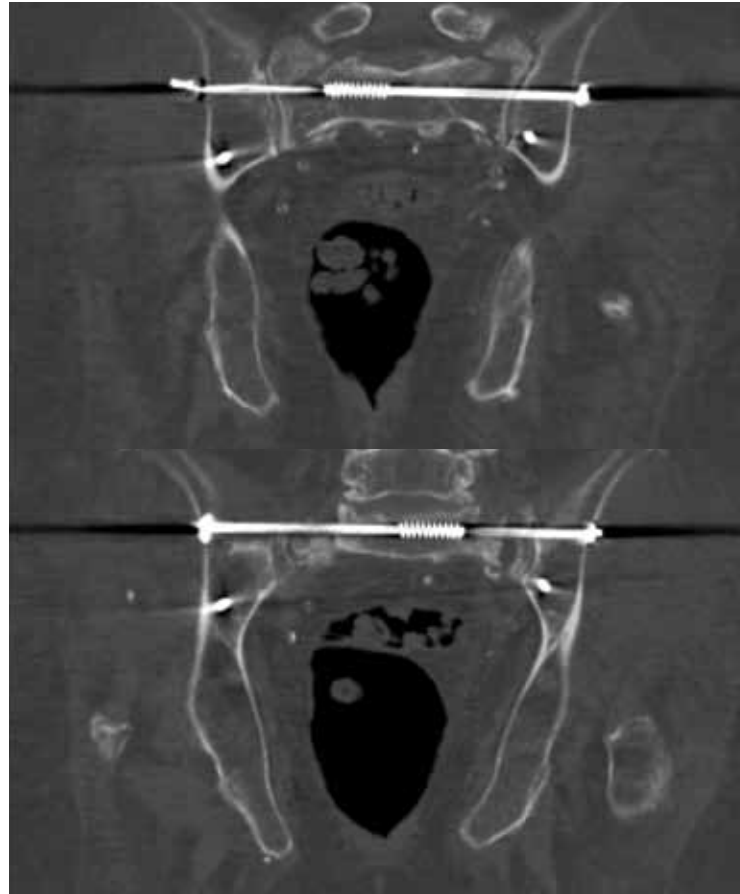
CT-checkup of the correct screw and wire position. The correctly positioned dorsal supraacetabular external fixation is also visible.
